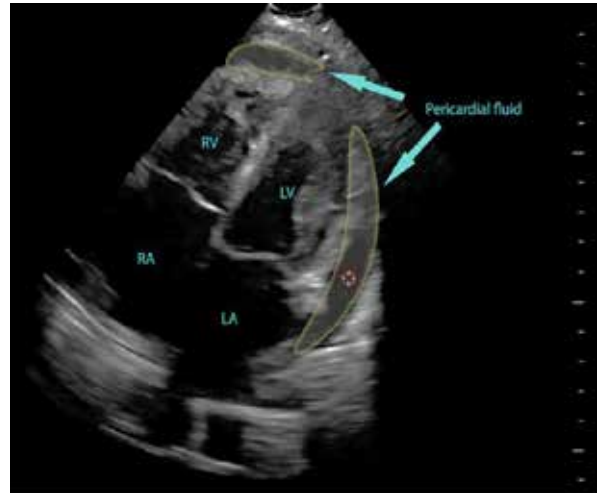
Evidência do uso de inteligência artificial em plataforma criada para o treinamento de cirurgiões pediátricos em ultrassonografia à beira leito, utilizando dentre outros métodos o protocolo FAST. À imagem, líquido pericárdico evidenciado em um menino de 10 anos com queixa de dispneia.¹²
